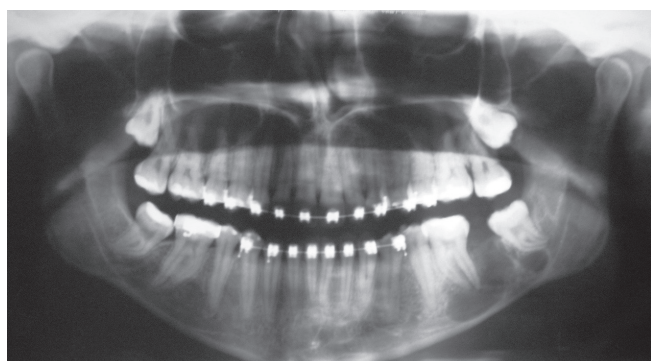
Radiografia após dois anos de lesão (2007).
